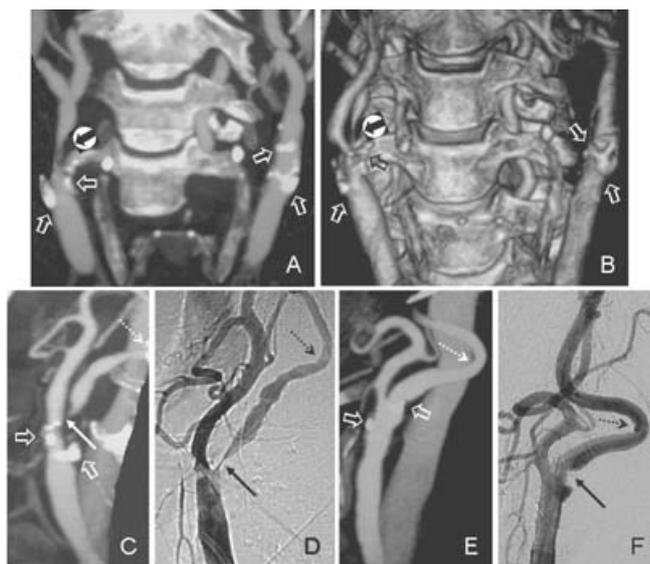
Mujer de 70 años con amaurosis derecha súbita. A y B) La angiotomografía con reconstrucción volumétrica mostró calcificaciones a nivel del bulbo carotídeo y la arteria carótida interna (flechas huecas), además, la proyección nos permite observar estenosis > 90 % de la arteria carótida interna derecha (flecha sólida dentro del círculo). C a F) Comparación de la angiotomografía en *maximum intensity projection* con la angiografía por sustracción digital selectiva de ambas carótidas. Puede apreciarse la exactitud del grado de estenosis (flechas delgadas) entre ambos estudios, además del detalle anatómico que demuestra un acodamiento carotídeo bilateral (flechas punteadas), dato que suele subestimarse mediante ultrasonido carotídeo y que es útil reconocer para la planificación terapéutica. Se destacan, además, calcificaciones en la angiotomografía (flechas huecas en D y E). Este caso nos demuestra que la angiotomografía es un estudio confiable cuando se realiza en un buen equipo y por personal capacitado, y nos permite evaluar al mismo tiempo ambas carótidas con sus detalles anatómicos.
